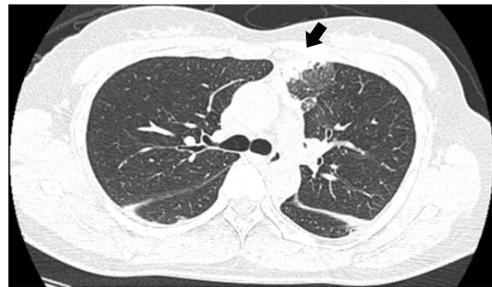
Initial chest CT shows focal consolidation (arrow) at supero-anterior segment, both fissural thickening with effusion.
